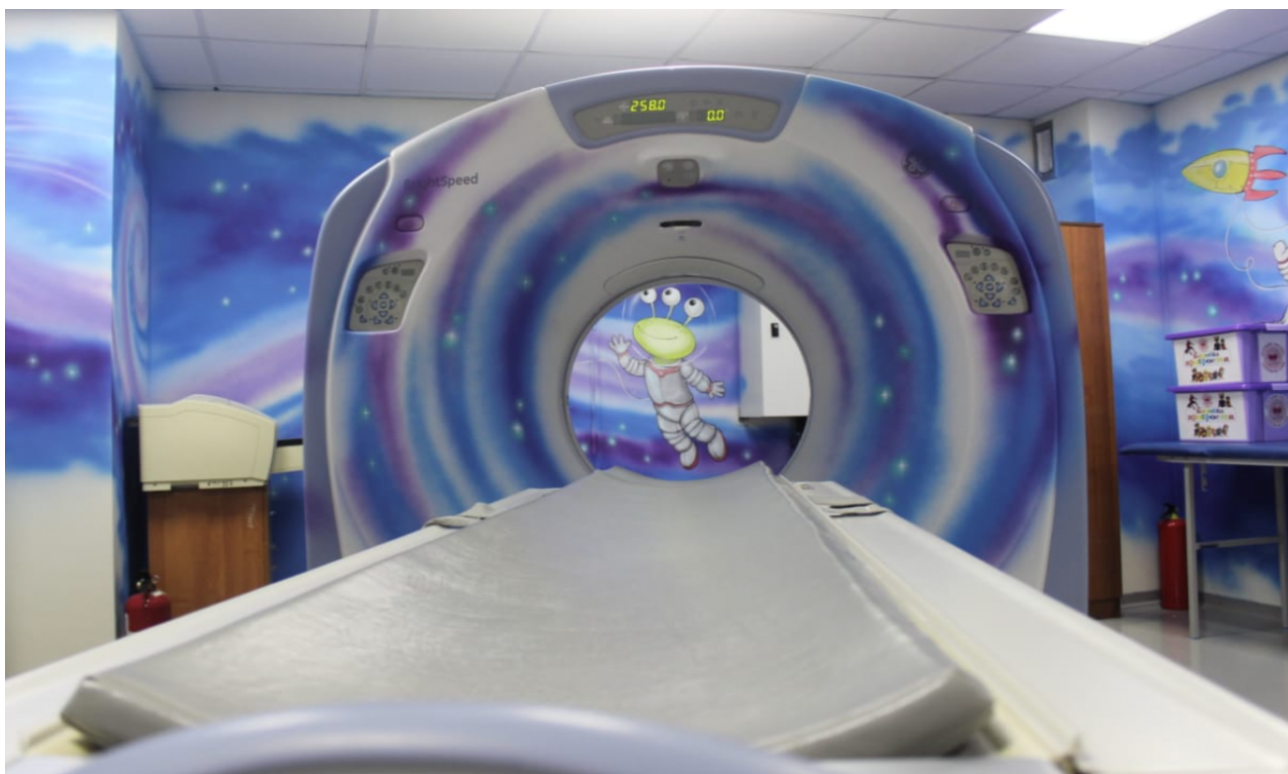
Мультиспиральный компьютерный томограф BrightSpeed 16 Elite (США)
